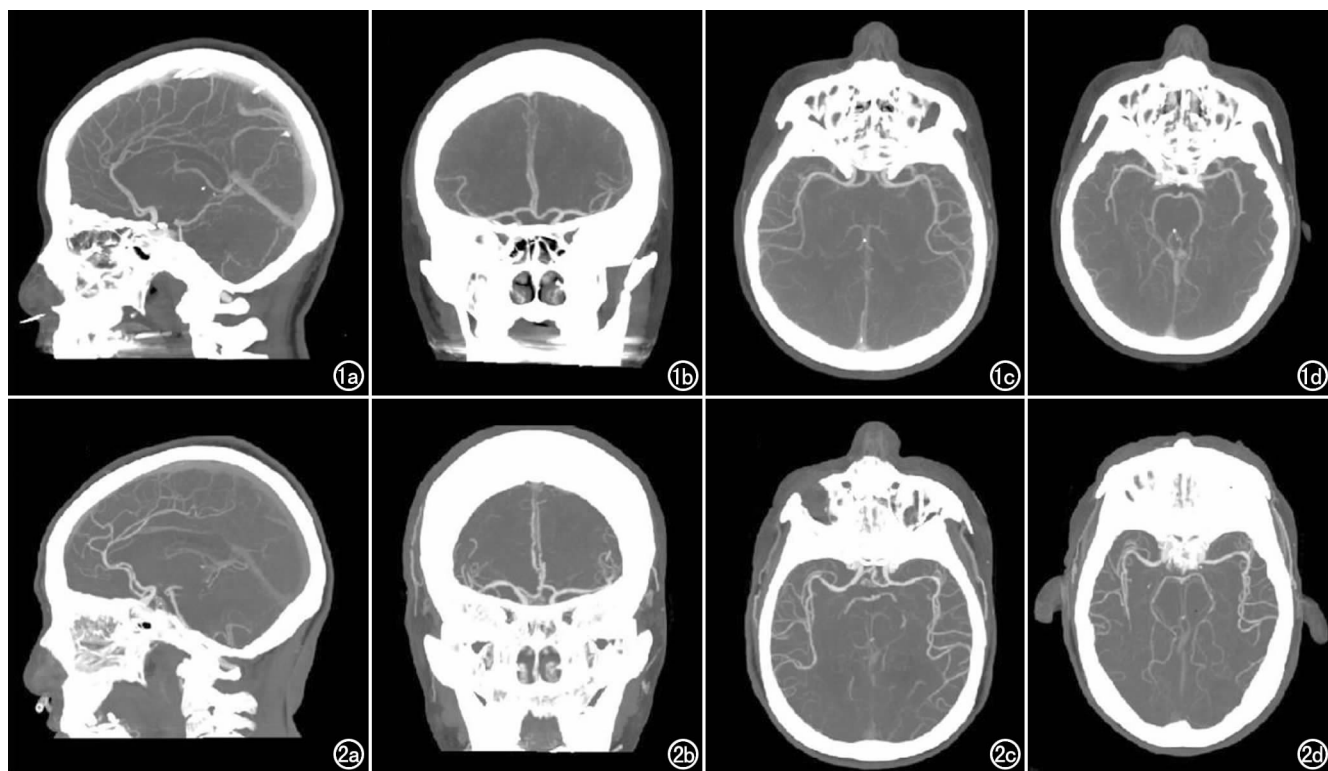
能谱 65 keV 头部血管 MIP 图像。 图2 常规 120 kV 头部血管 MIP 图像。两组图像脑部的主要动脉血管及其分支均能清晰显示,评分均为 4 分,其中对于窦汇强化 CT 值,能谱组比常规组偏高,可能存在一定的静脉干扰。
